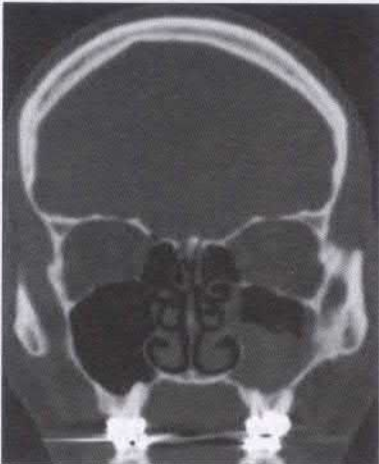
Tomografie computerizată (CT) a sinusurilor paranasale. Se vizualizează opacifierea subtotală a sinusului maxilar stâng cu zone de eterogenitate care indică prezența conglomeratului fungic
